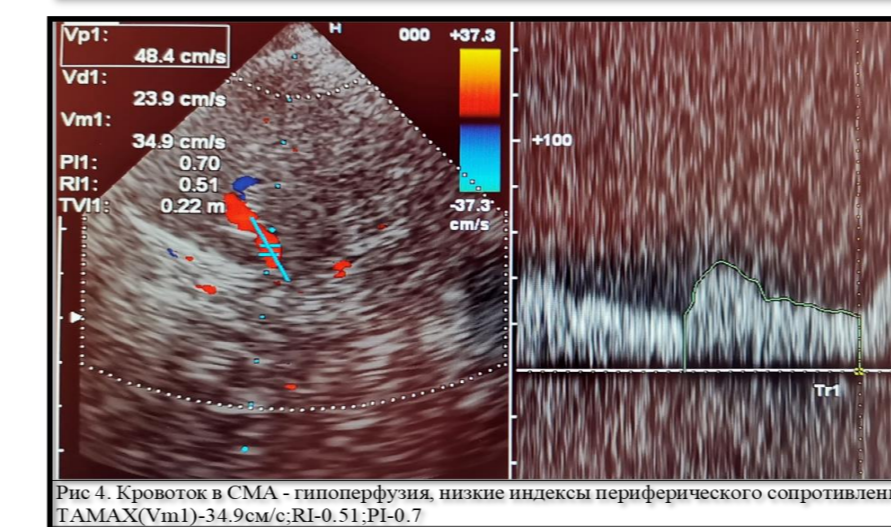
Кровоток в СМА – гипоперфузия, низкие индексы периферического сопротивления (TAMX(Vm1)=34,9cm/c; RI=0,51; PI=0,7)
